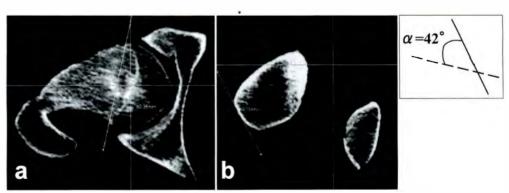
症例 1 の CT 断面像 Kamegava らの α 角は 42°
